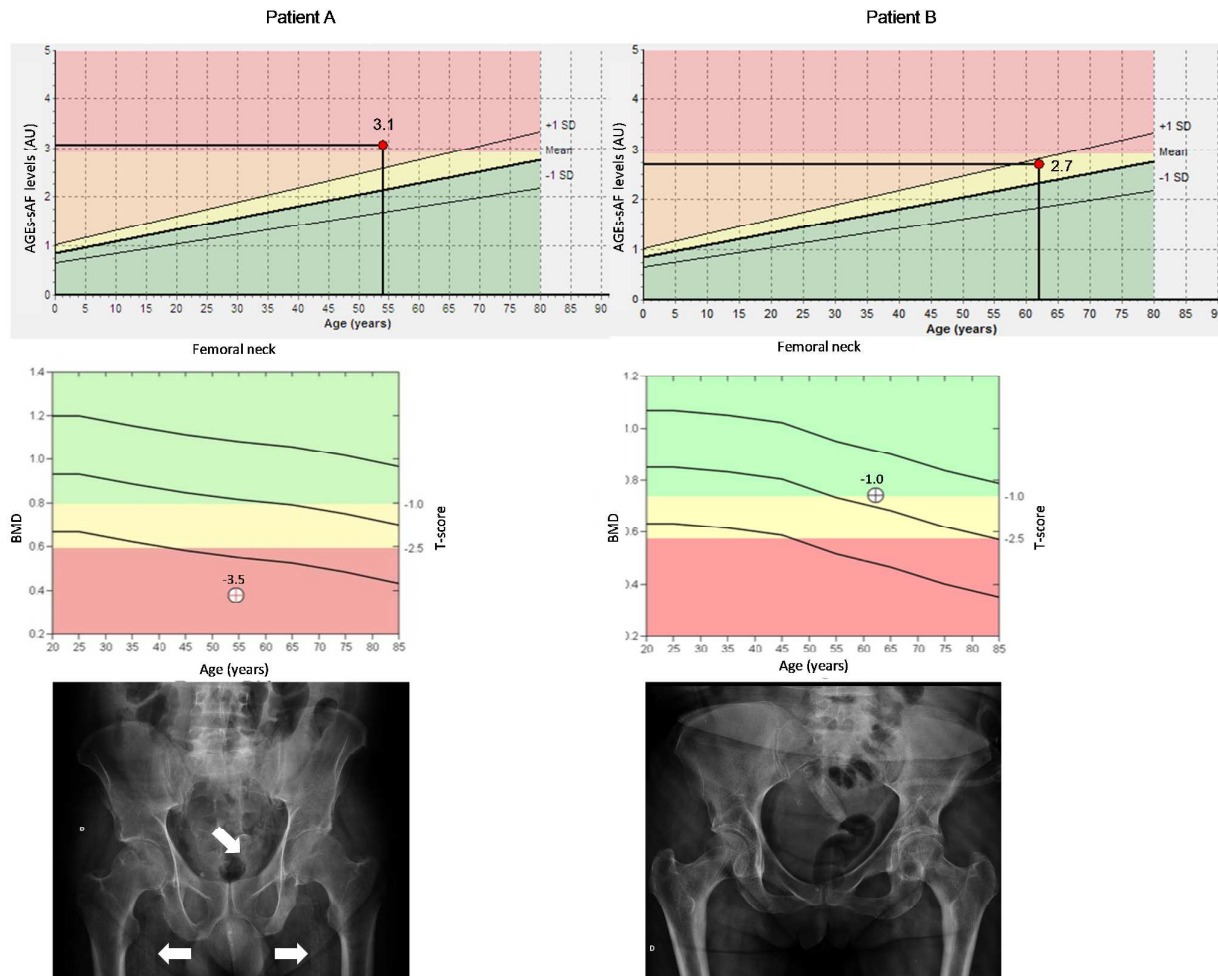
Examples of patients with different measurements of AGEs-sAF levels and the relationship with BMD (by DXA) and VC on X-ray plain film. In patient A, high AGEs-sAF levels, severe osteoporosis and extensive areas of VC were observed. In contrast, patient B presented with AGEs-sAF levels near the reference range, normal bone density and no areas of VC.
